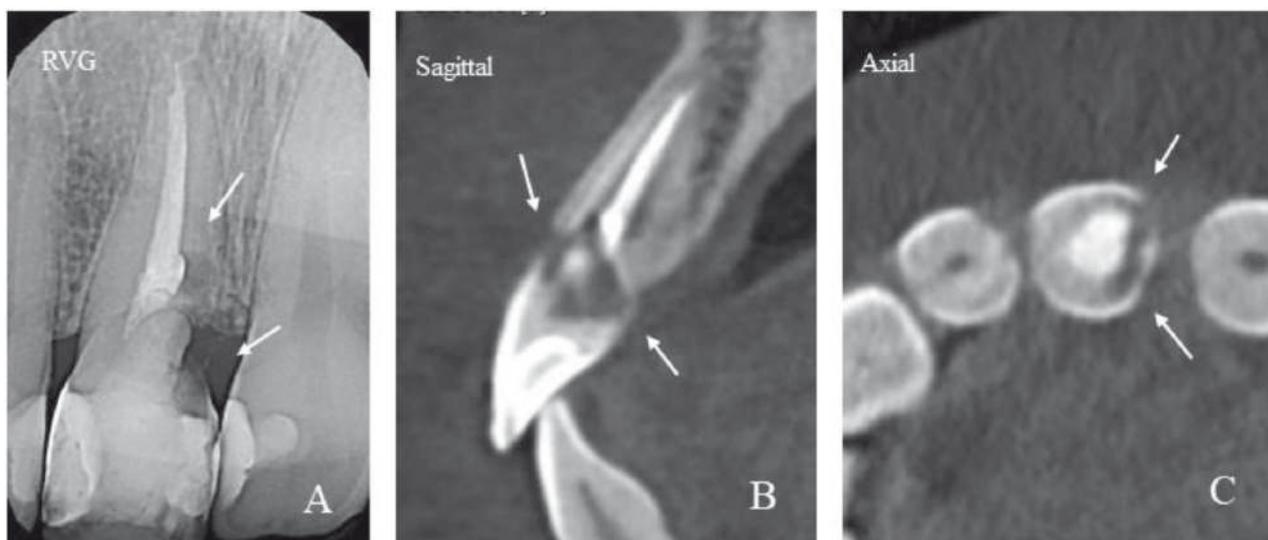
А – на дентальной рентгенографии 1.1 зуба в пришеечной области, а также в устьевой части корня с мезиальной стороны определяются обширные участки рентгенопрозрачности, кортикальная пластинка межзубной перегородки между 1.2 и 2.1 зубами сохранена. В, С – на аксиальном и сагиттальном срезах компьютерной томографии получена уточняющая информация по объемам деструкции твердых тканей зуба.
